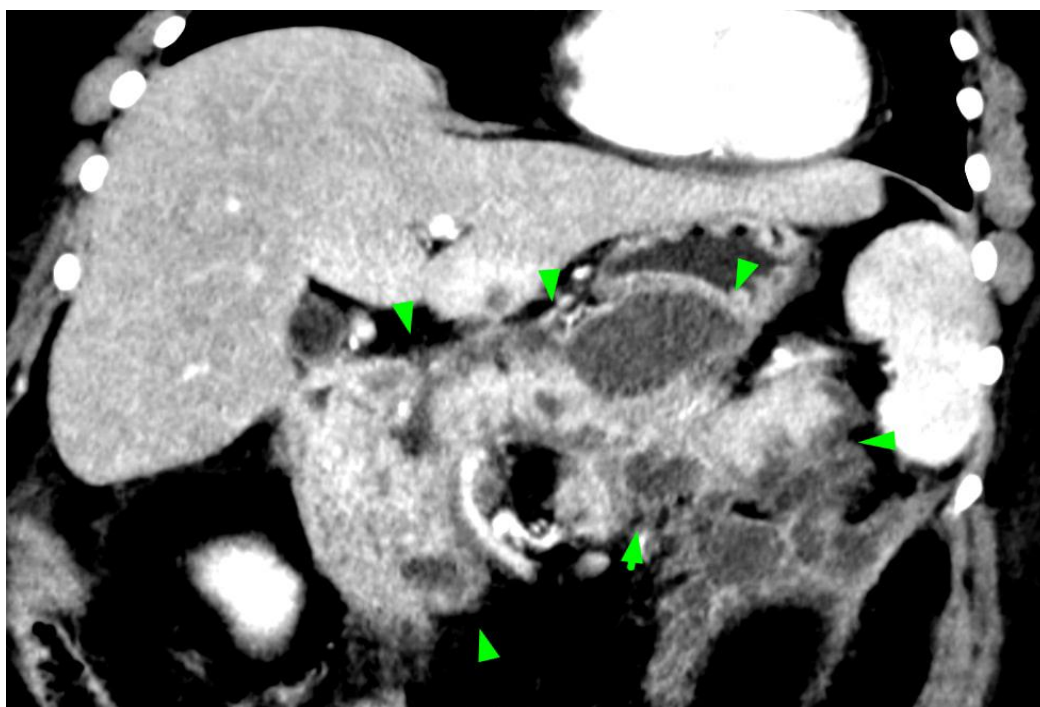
КТ-ознаки гострого некротизуючого панкреатиту з перипанкреатичними некротичними колекторами, КТ-індекс тяжкості (CTSI) =
